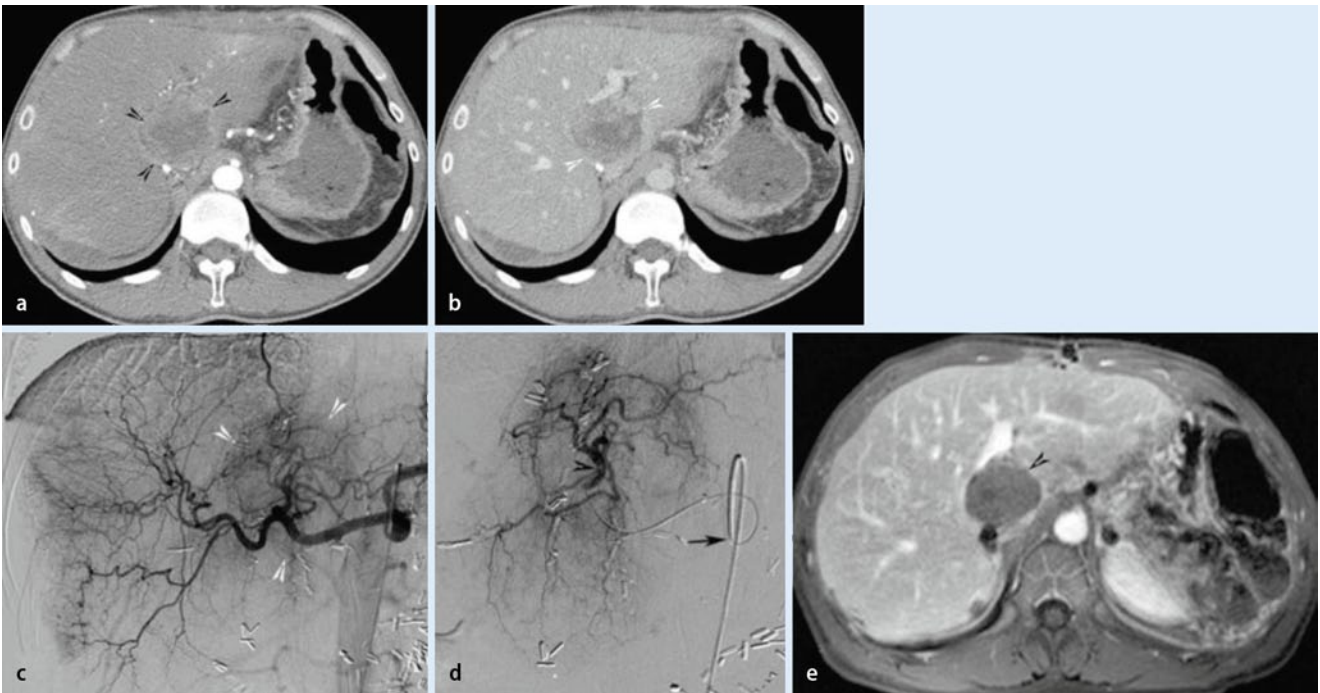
▲ Blande Embolisierung, Fallbeispiel eines 42-jährigen Patienten mit einem singulären HCC im rechten Leberlappen auf Basis einer kryptogenen Leberzirrhose. a Kontrastmittelverstärktes CT in der arteriellen Phase: nur im Randbereich hypervaskularisierter HCC-Knoten im rechten Leberlappen. b Kontrastmittelverstärktes CT in der venösen Phase: deutliches „wash-out“ des HCC-Knotens. c Übersichtsangiographie mittels Selektivkatheter im Truncus coeliacus (Pfeil) mit Nachweis des HCC-Knotens in Segment 4. d Superselektive Sondierung und Darstellung des HCC-Knotens über einen Mikrokatheter, positioniert in der Segmentarterie 4 (Pfeilspitze), es folgte eine Injektion von 1 ml 100 µm messender Embocene®-Partikel bis zur Stase im Tumorgefäßbett. e Kontroll-MRT in der portalvenösen Phase nach Kontrastmittelgabe: nach 6 Monaten noch vollständige Devaskularisation ohne Nachweis eines Lokalrezidivs. HCC hepatozelluläres Karzinom
